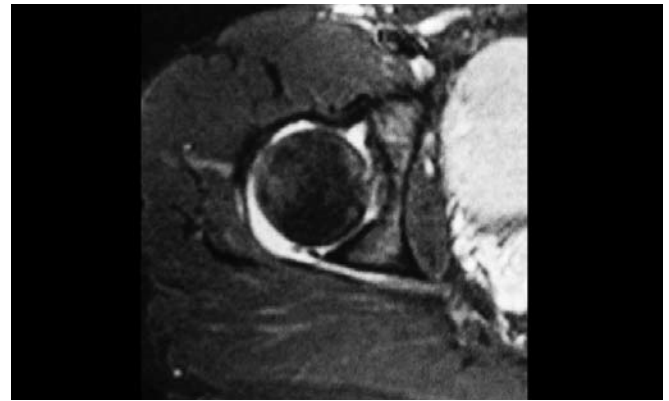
MR-Tomografie eines 19-jährigen Patienten nach Rasanstrahma beim Fußball.
